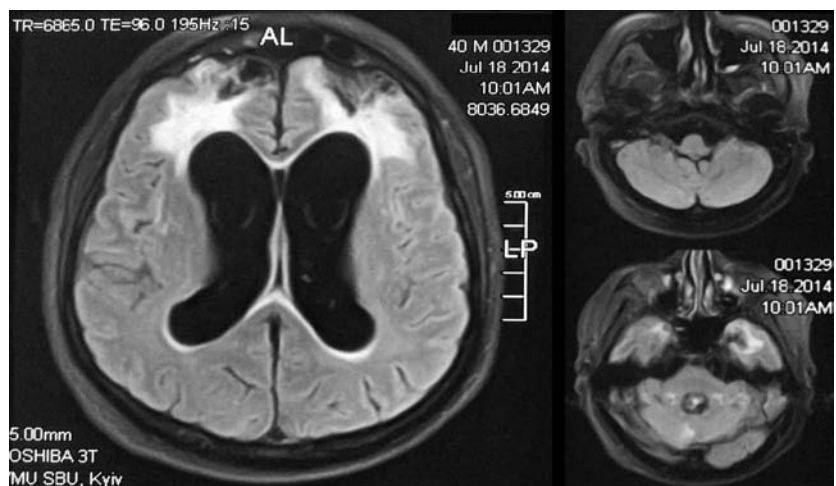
МРТ головного мозга. Пациент К. 8 мес после травмы. ВМЭ. Венитрикулит. Лейкоареоз. Прогрессирующая гипорезорбтивная гидроцефалия.
